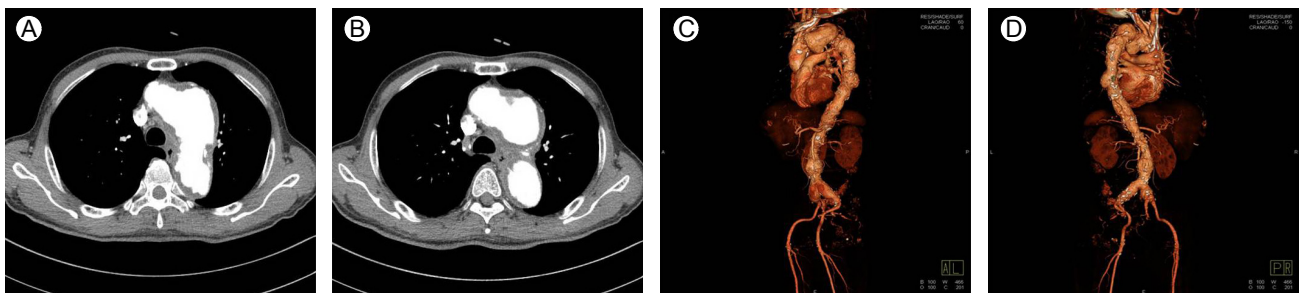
Computed tomography shows an aortic arch (A and B), abdominal aorta (C), and bilateral iliac artery (D) aneurysms.
